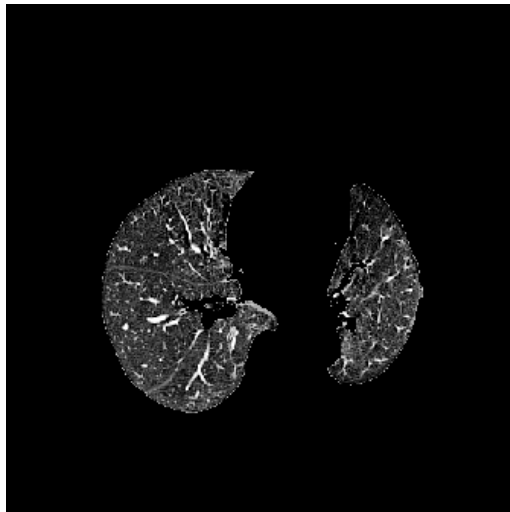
Extracción automática de pulmones en imágenes TC. (A) Imagen original. (B) Imagen umbralizada. (C) Extracción de segundos más grandes componentes conectados. (D) Máscara completa del pulmón. (E) Pulmones extraídos.
